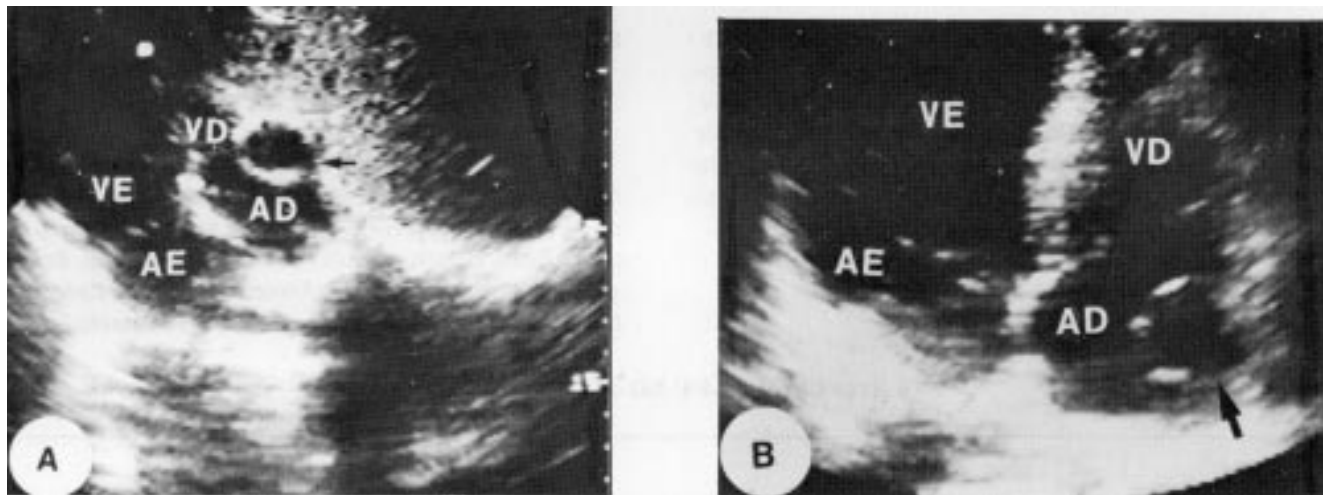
Ecocardiograma evidenciando aneurisma da artéria coronária direita (seta) através de corte subcostal 4 câmaras (A), corte apical 4 câmaras (B). VE—Ventrículo Esquerdo; VD—Ventrículo Direito; AE—Átrio Esquerdo; AD—Átrio Direito.
